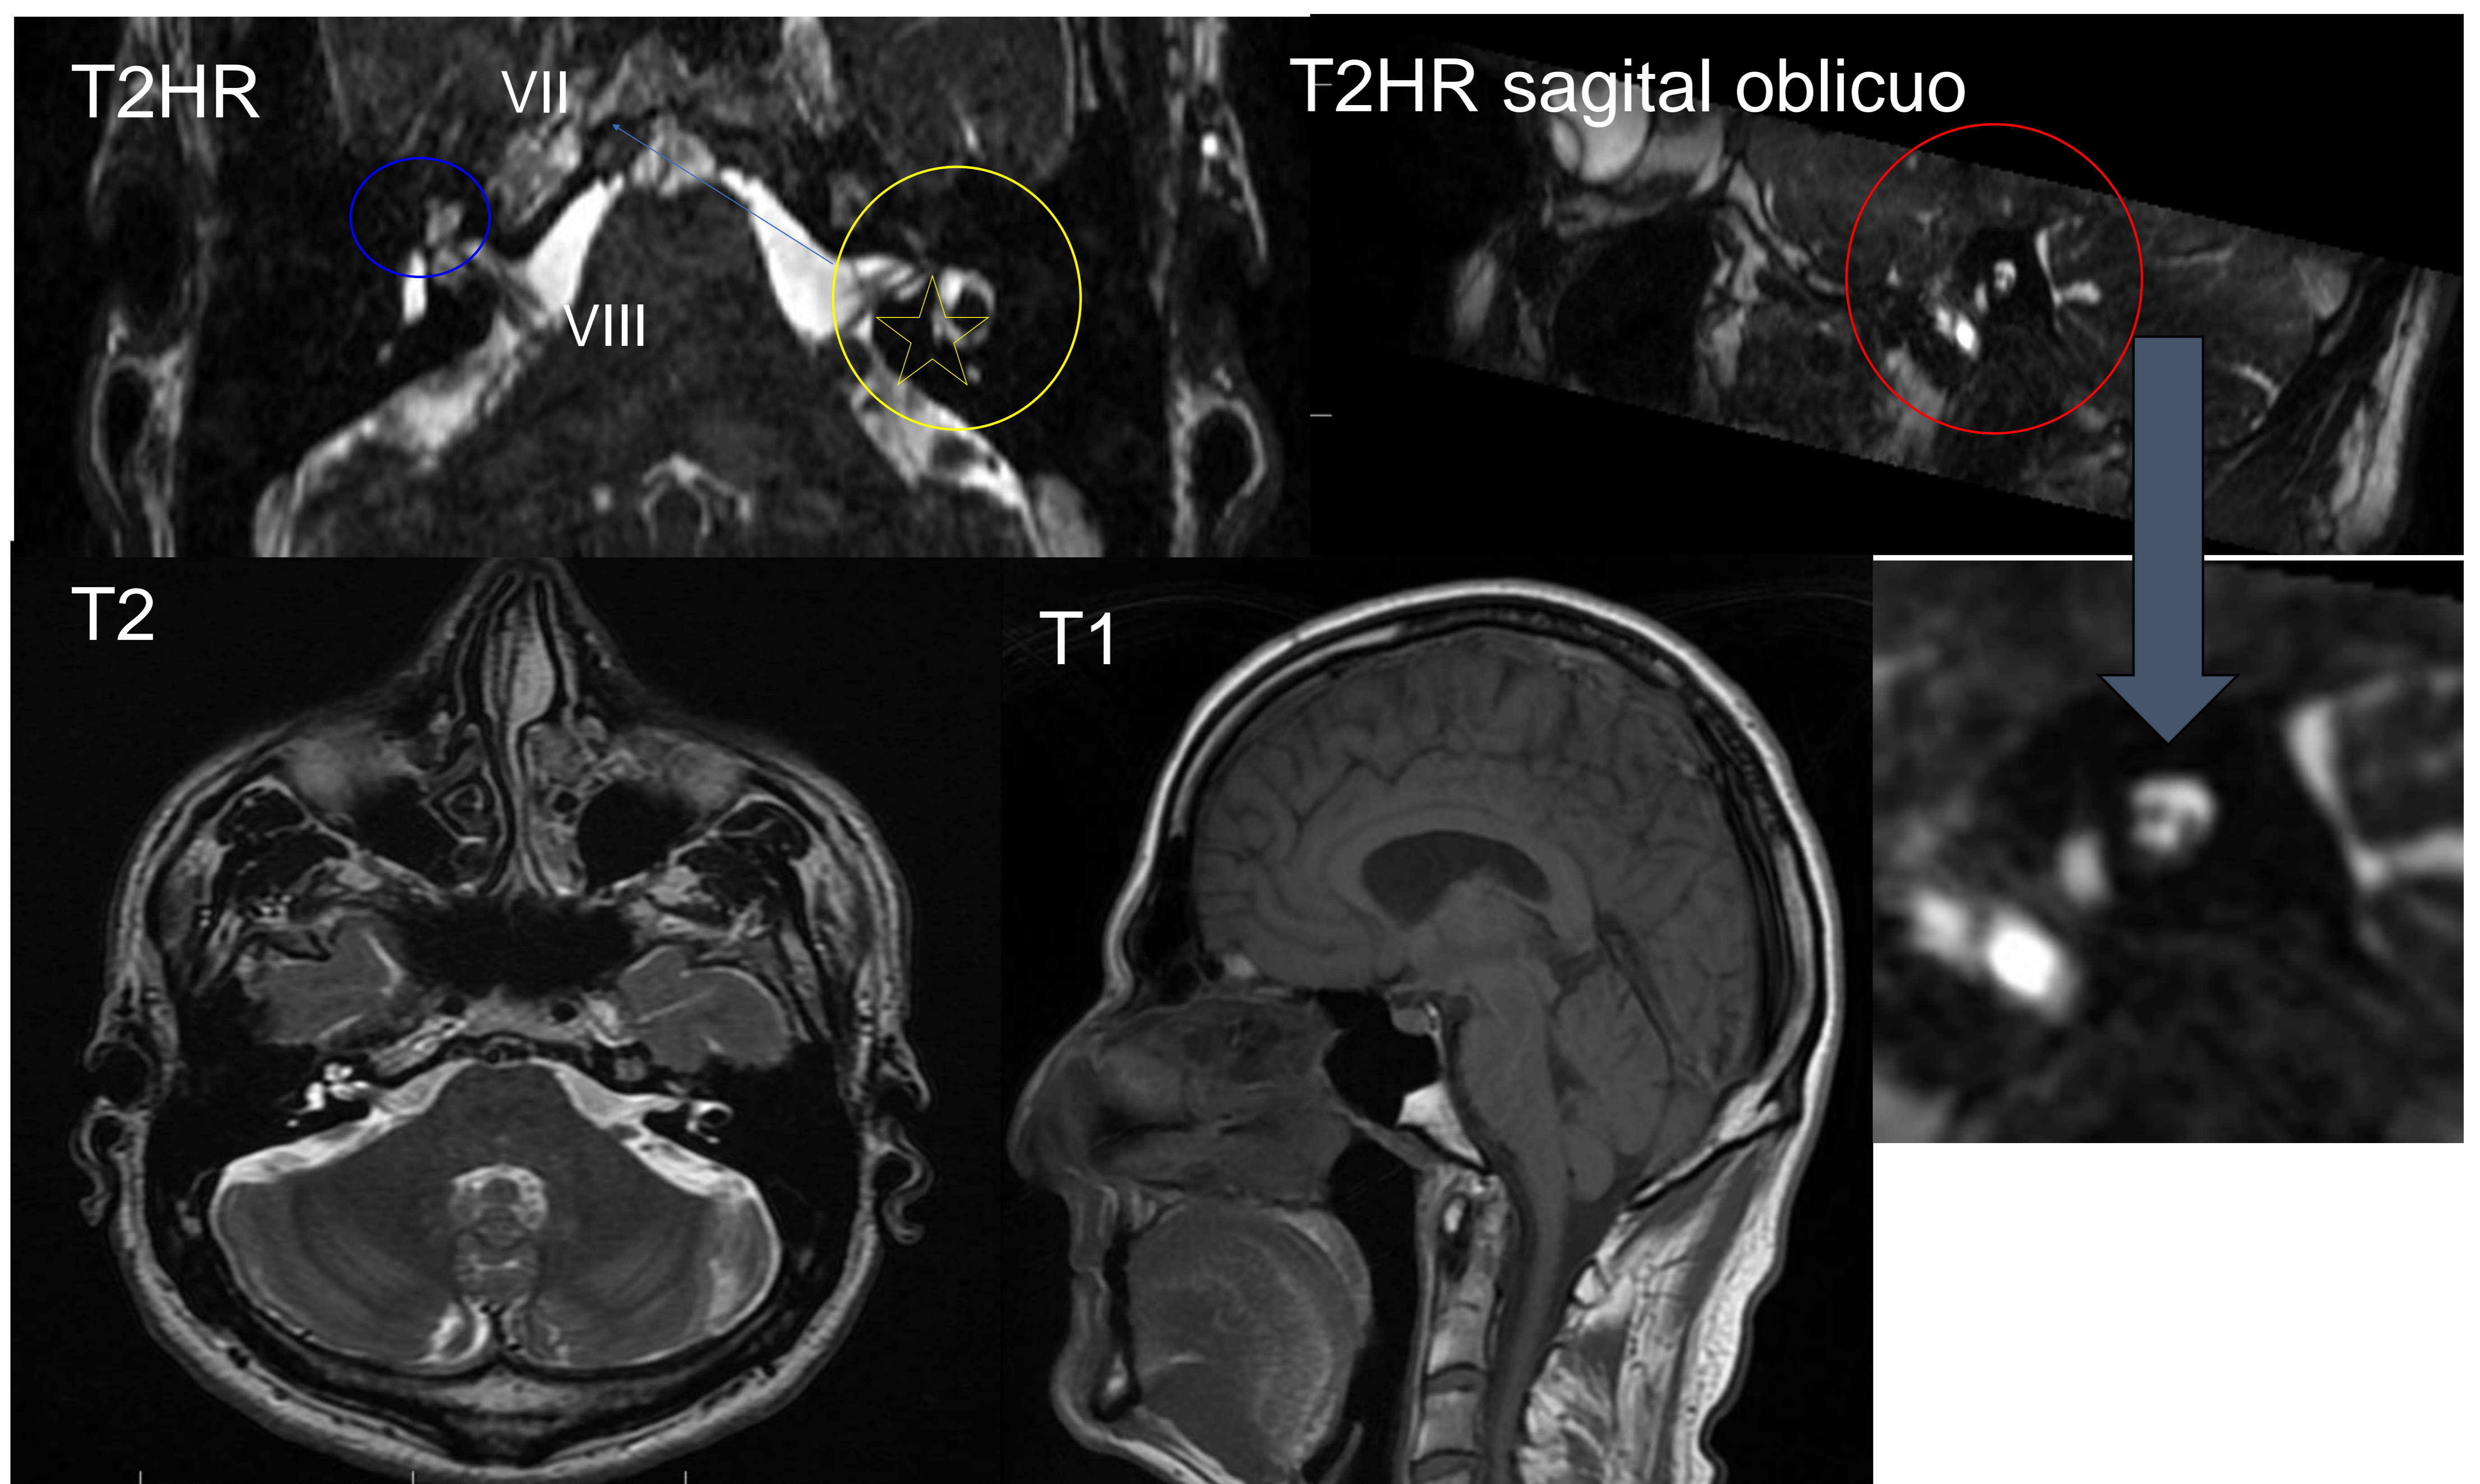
Secuencias RM recomendadas. Circulo azul: laberinto anterior (membrana basal hipointensa). Círculo amarillo: laberinto posterior. Estrella: hipointensidad puntiforme que corresponde con la cresta ampular. Meato acústico (círculo rojo): nervios facial (anterosuperior), coclear (anteroinferior), vestibular (posterior), en ocasiones el nervio intermedio es identificado, inmediatamente posterior al facial.
